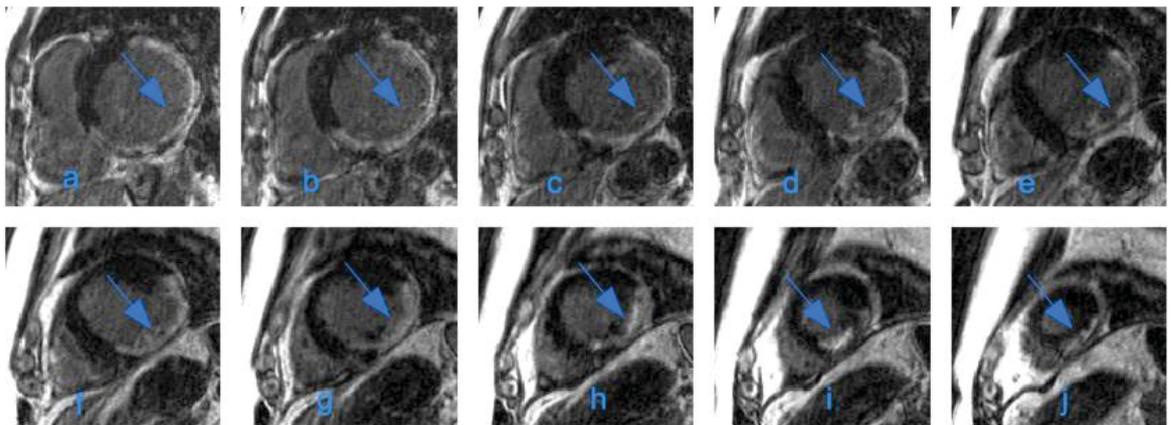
a-j: MRT des gleichen Patienten aus Abbildung 22 mit transmuraler Narbe. —▶ transmurale Signalanhebung basal anterior, basal inferoseptal, basal inferior, basal inferolateral, basal anterolateral, medial inferior, medial inferolateral und apikal inferior als Zeichen einer ischämischen Narbe. Navigator-gesteuerte 3D IR-TFE. Fortlaufende Schnitte.
